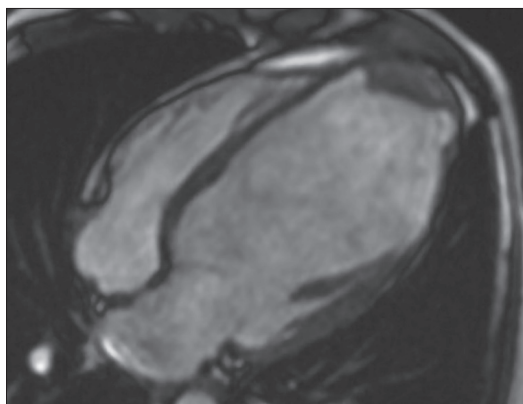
Аксіальний МРТ-зріз, 4-камерна проекція: аневризма верхівки ЛШ з пристінковим тромбом у пацієнта після ГІМ у басейні ПМШГ ЛКА
